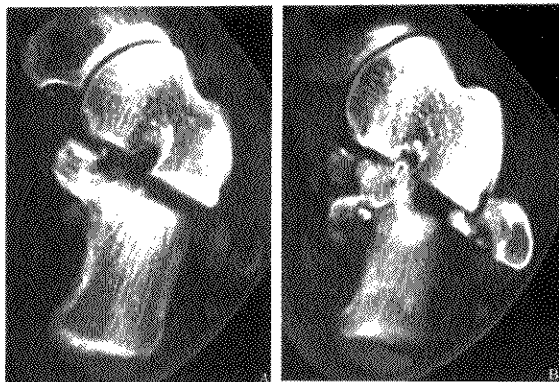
CT 显示：跟骨粉碎骨折 距下关节分离空虚
